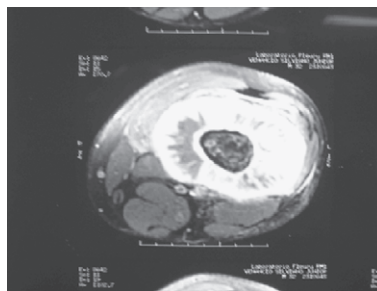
RM (corte axial)
